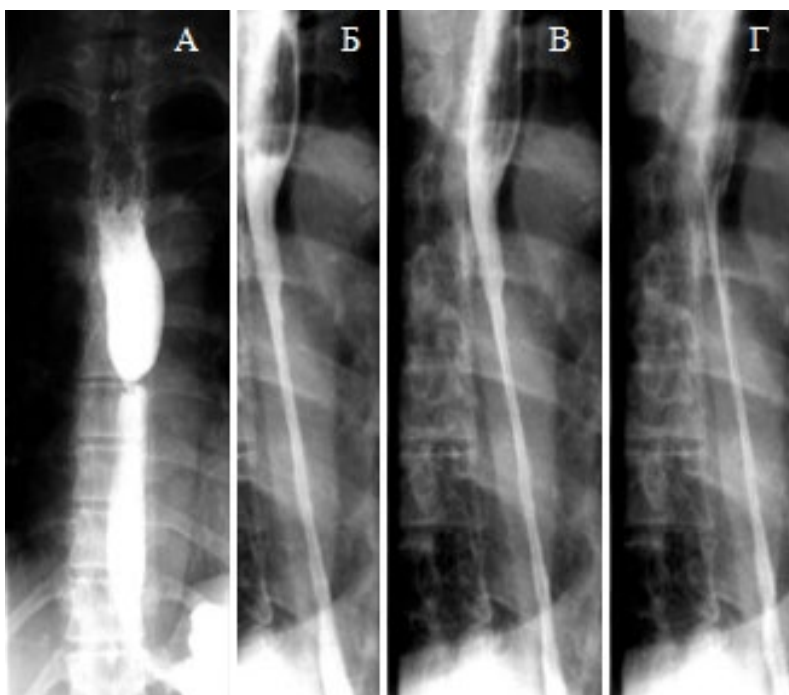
Рентгенограммы пищевода в ПП. Рубцовые сужения после ожога пищевода (оригинальный рисунок):
